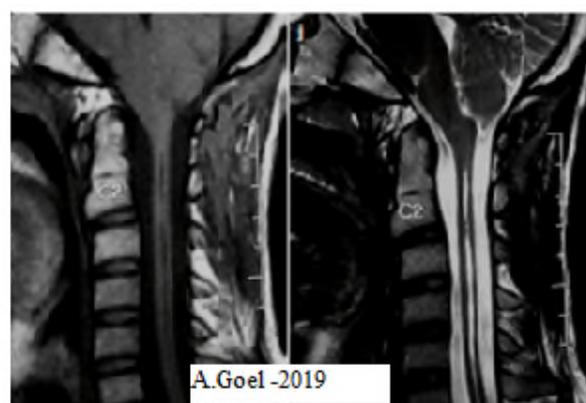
IRM postopératoire à 1 mois (à gauche) et à 12 mois
